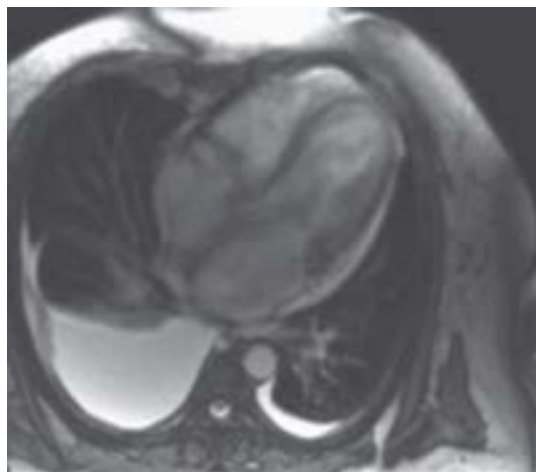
Cardiorresonancia.
